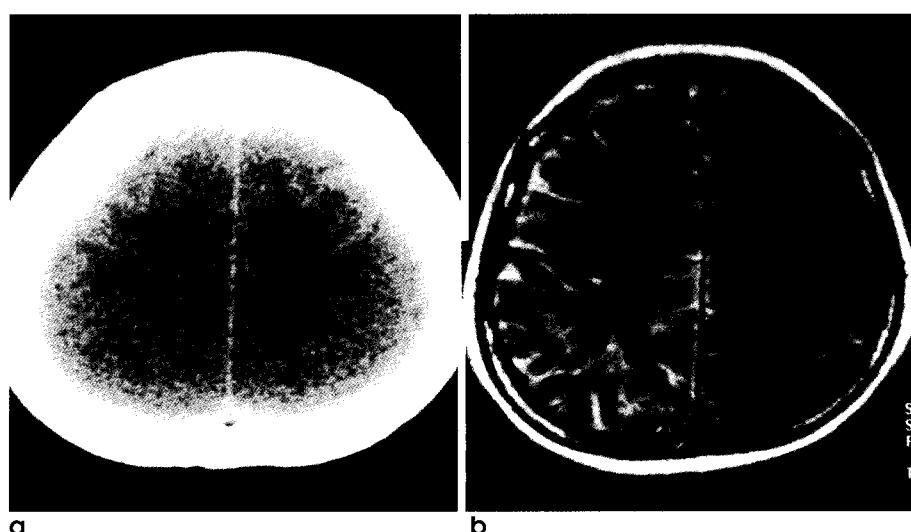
A 42-year-old woman with acute subarachnoid hemorrhage (SAH) caused by aneurysm rupture in the posterior communicating artery level of right internal carotid artery. Unenhanced CT scan and FLAIR MR image were obtained 2 and 4 hours after ictus, respectively.
